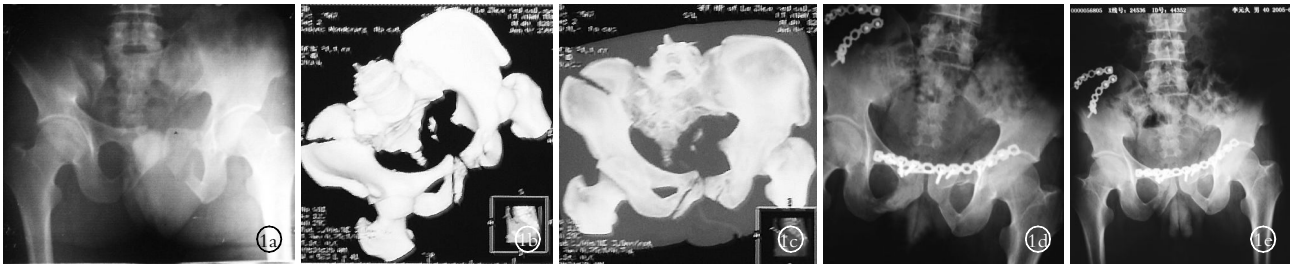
男,35 岁 1a.术前 X 线片及 CT 三维重建 1b,1c.术后第 2 天 X 线片 1d,1e.术后 4 个月 X 线片
